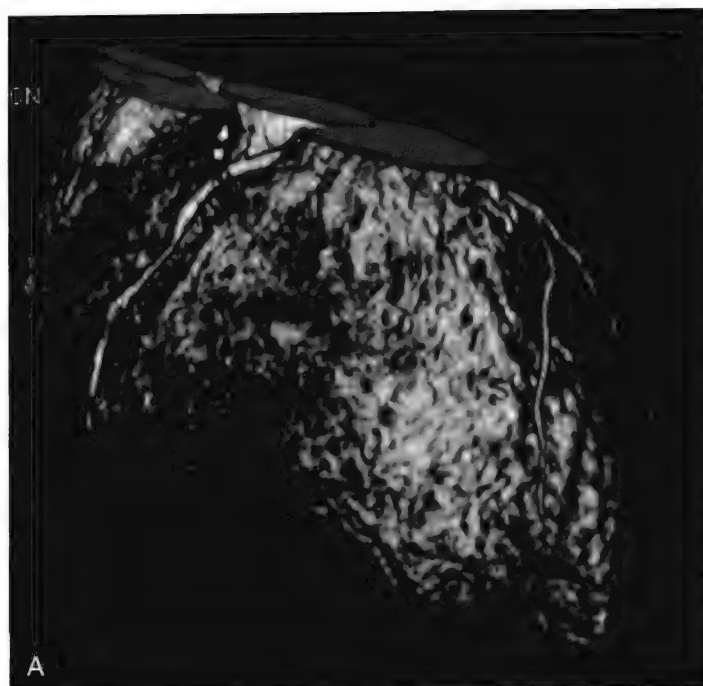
A, RCA容积渲染影像; B和C, 严重的非钙化斑块伴RCA的多平面及曲面重建。双源CT冠状动脉成像显示RCA的非钙化的、严重的外向重构性病变 (B和C 箭头所示)。RCA, 右冠状动脉。
